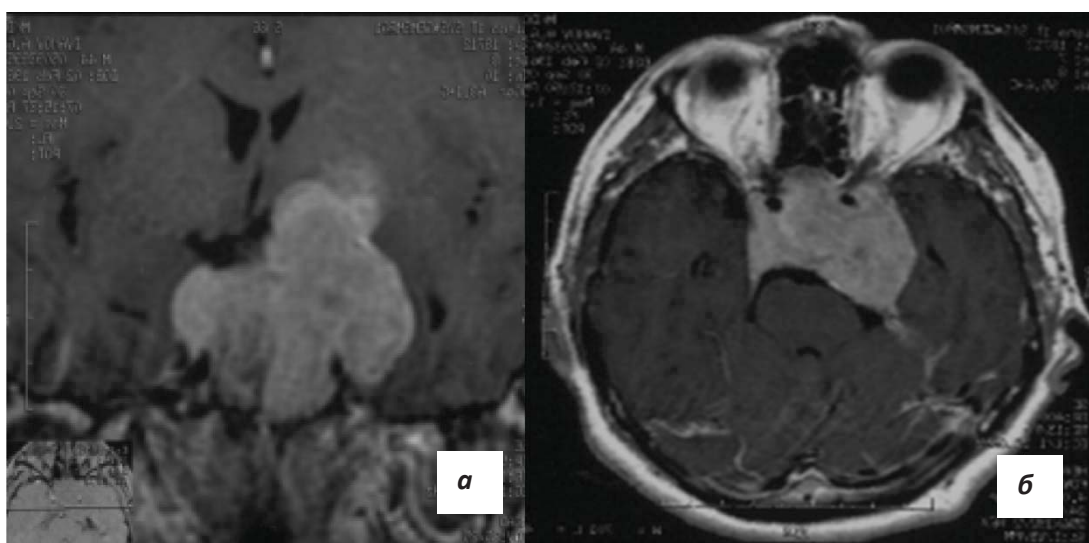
(а, б) – МРТ исследование головного мозга до 1-ой операции. Гигантская эндо-супра-латеро (S, D) селлярная аденома гипофиза. Уровень ПРЛ более 10000 мЕд/л.
